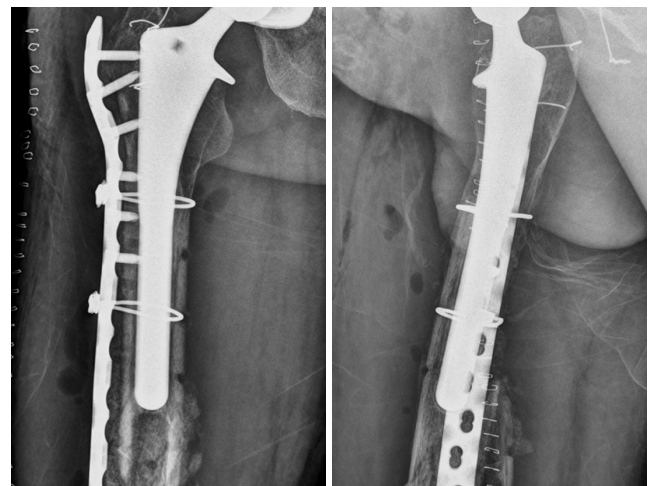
Anteroposterior and lateral radiographs of the femur show a long locking plate was used for the Vancouver type-B fracture. Six unicortical screws and two cables were applied on the proximal femur for achieving sufficient stability.
